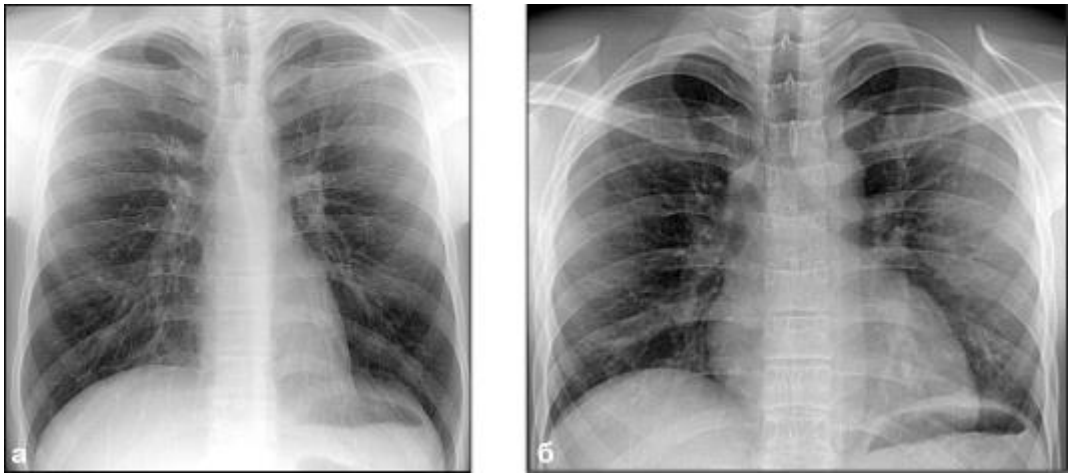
Рентгенограми грудної клітини у прямій проекції на висоті вдиху (а)
